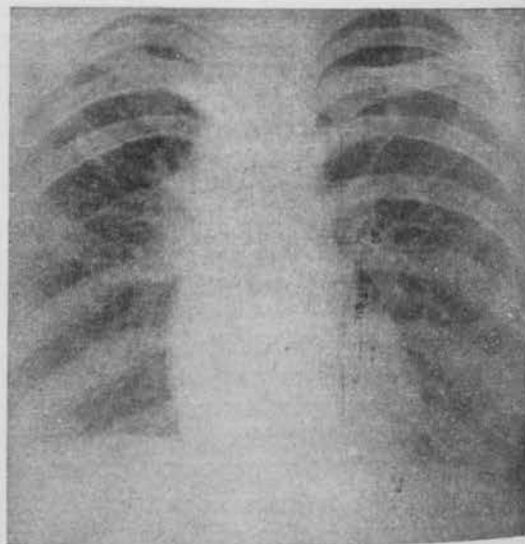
Radiografía de la enferma a los cuatro meses de operada.
